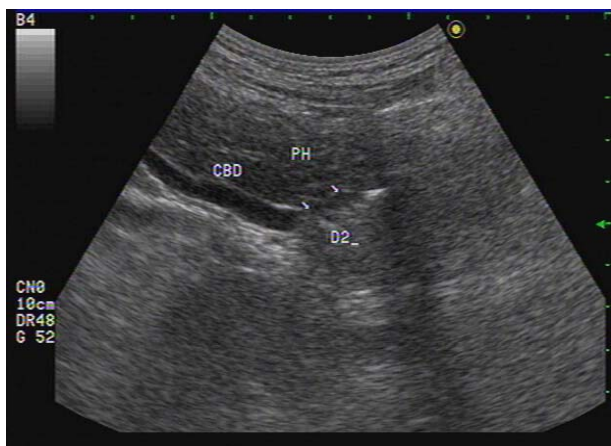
Ultrasonographic image shown are pancreatic head(PH), CBD and descending portion of duodenum(D2)
